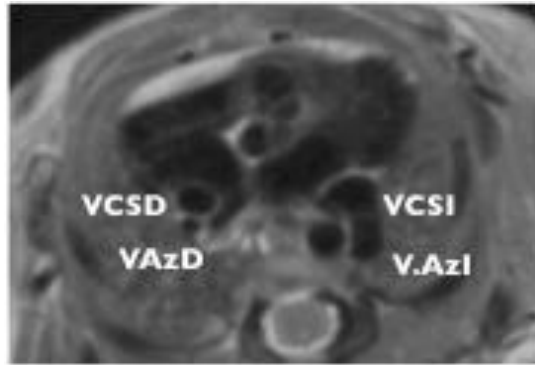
Corte axial de RM de un feto con HDC izquierda en el que se puede observar el mayor calibre de la V.Acigos Izquierda con respecto a la del lado derecho. Ambas desembocan en la V.Cava Superior ipsilateral, para su drenaje en la aurícula derecha; a través del seno venoso en el caso de la V.Cava Superior Izquierda.
